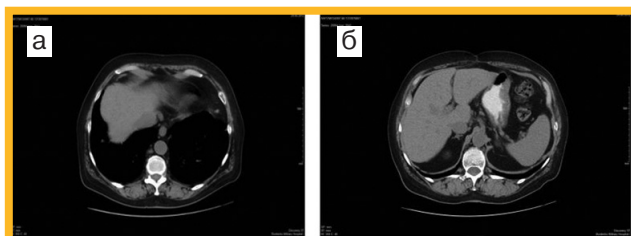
КТ той же больной. Отсутствие патологии: а – в печени; б – в селезенке
